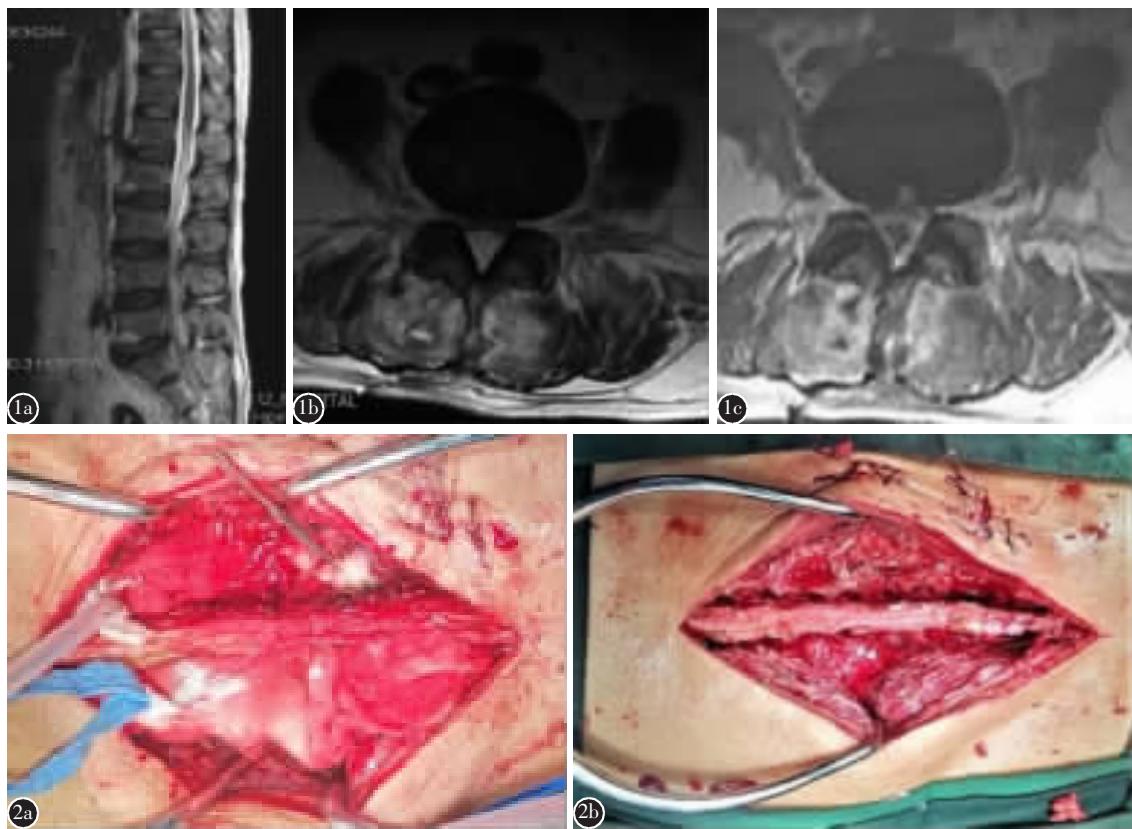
术前腰椎MRI a 腰椎MRI矢状位T2像提示L3~S1硬膜囊后方异常高信号 b 腰椎MRI横断面显示,硬膜囊后方异常高信号,马尾神经受压明显,椎旁肌可见异常高信号 c 腰椎增强MRI横断面显示:L3~S1椎体层面椎管内硬膜囊背侧环形强化病灶 图2 术中所见 a 椎旁肌多发白色粘稠脓液 b 双侧椎板减压及脓肿清除术后,脓肿消失
